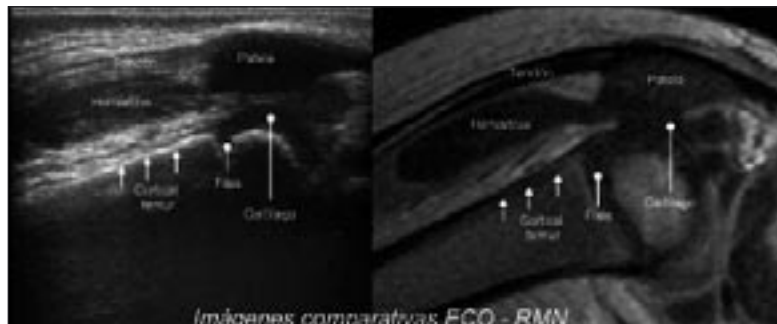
Imagen comparativa de ecografía y RMN en la que se observan diferentes estructuras de la rodilla de un niño hemofílico.
